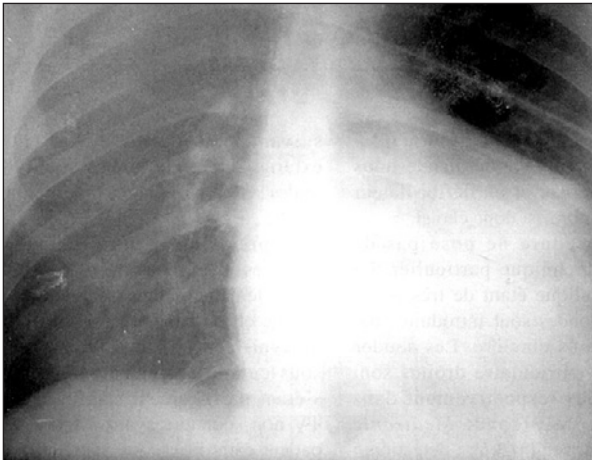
Radiografia frontal do tórax revelando edema pulmonar.
